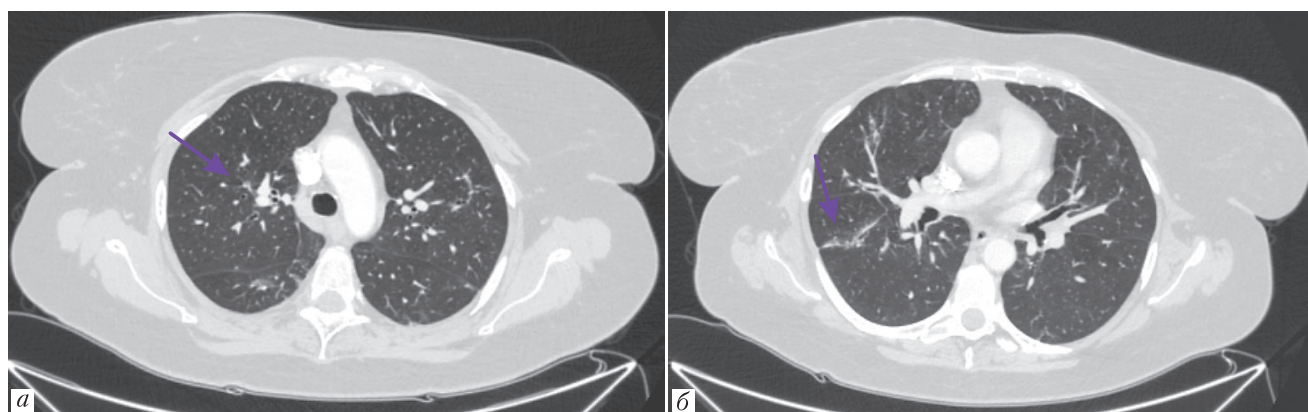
Компьютерная томография органов грудной клетки от 17.10.2024. Значимое уменьшение таргетных очагов в легких, купирование явлений пульмонита (а, б)
